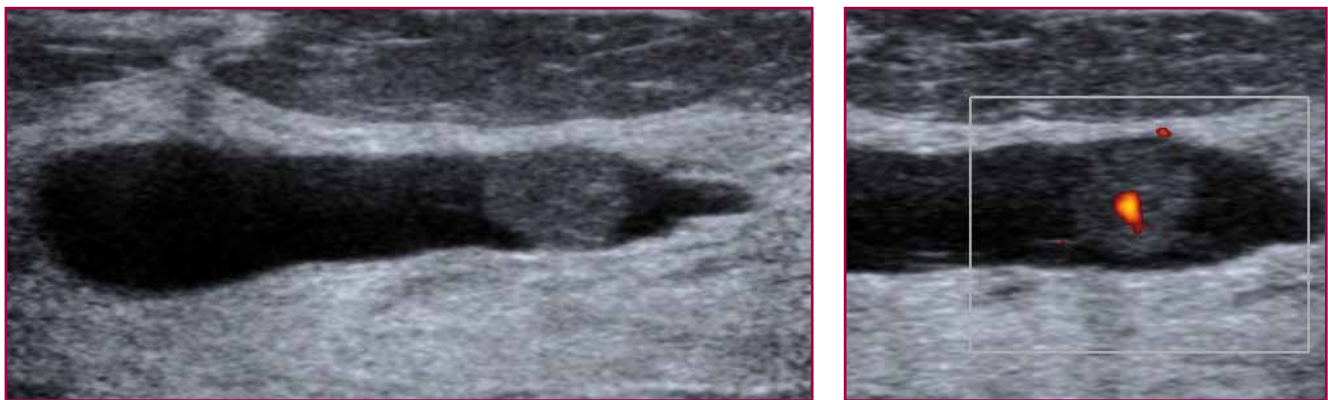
Aspecto ecográfico típico de un papiloma intraductal: nódulo sólido intraductal, bien delimitado, en un conducto galactóforo dilatado, con vascularización evidenciable en el estudio Power Doppler.
